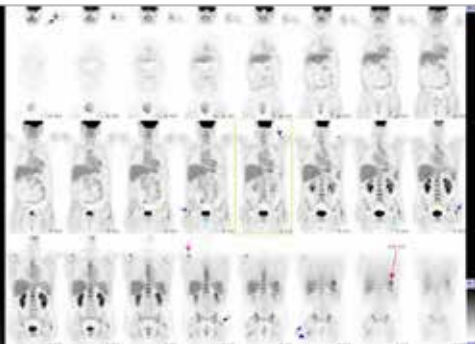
PET-TAC : múltiples focos hipermetabólicos en masas musculares.
